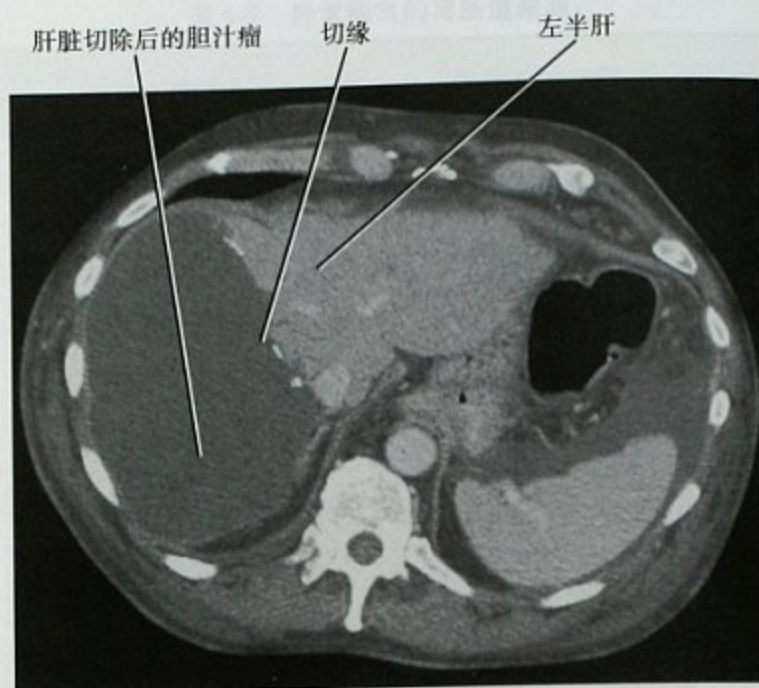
胆管癌右肝切除术后横断位增强 CT 可见右上腹大量积液,后来证实为胆汁瘤
